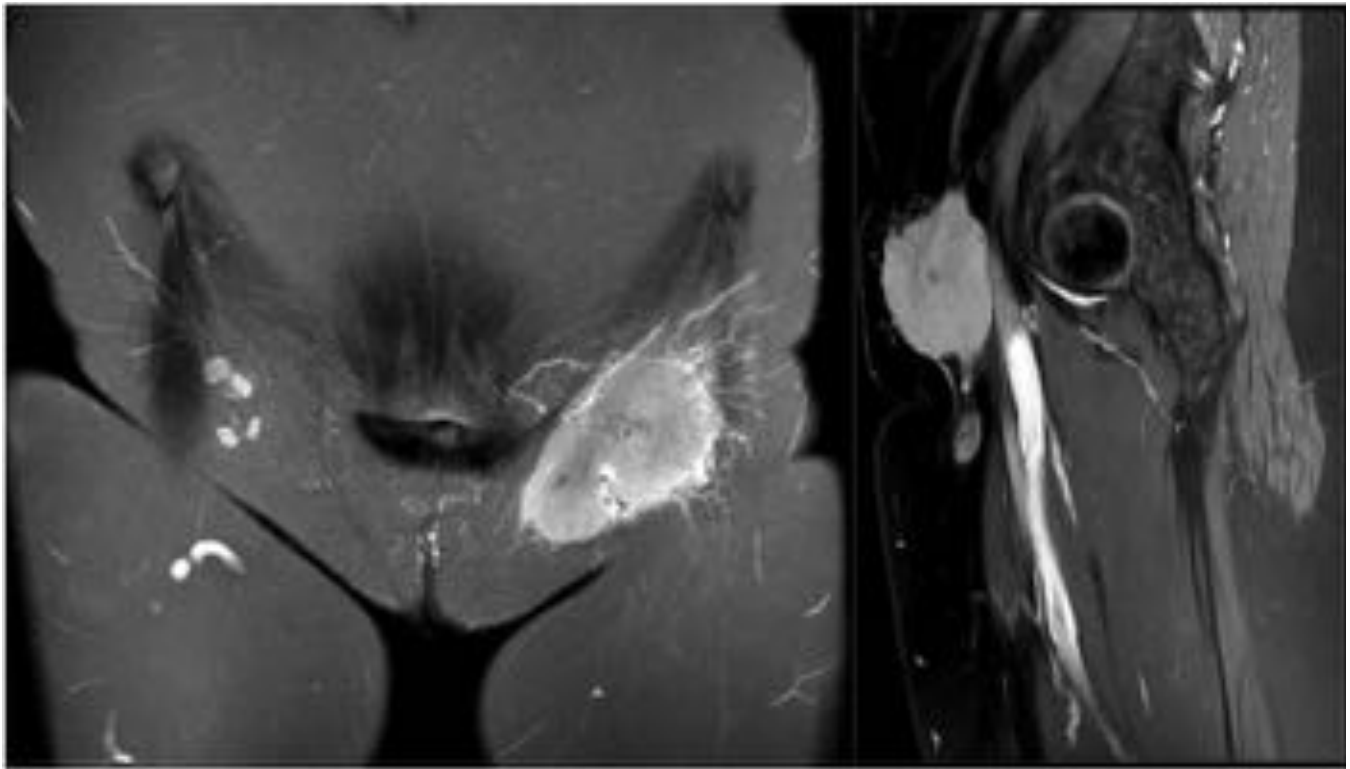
RM con contraste i.v. muestra una masa inguinal de 7 cm hipervascular con márgenes irregulares y pequeña adenopatía inguinal contralateral. El resultado histopatológico tras biopsia con aguja gruesa, fue de linfoma folicular de alto grado.
